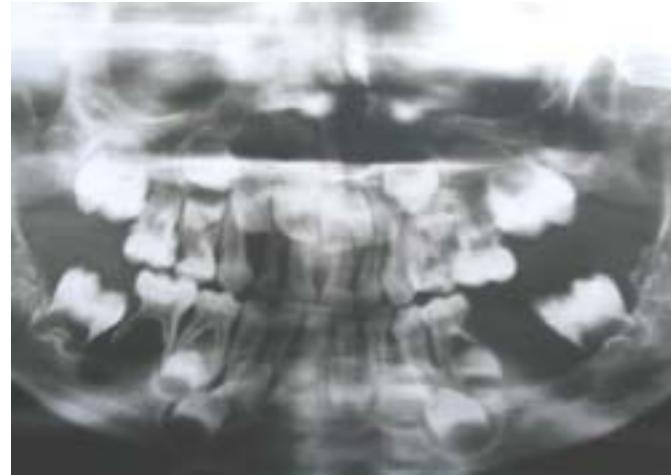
Ortopantomografía del paciente a los cuatro años de edad.
